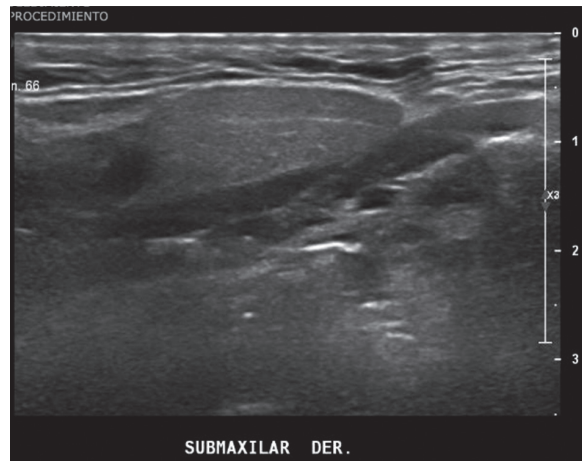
Ultrasonografía de cuello en nivel IB derecho. Se aprecia una glándula submaxilar de características conservadas, en profundidad al plano del músculo platisma y superficial al músculo digástrico.
